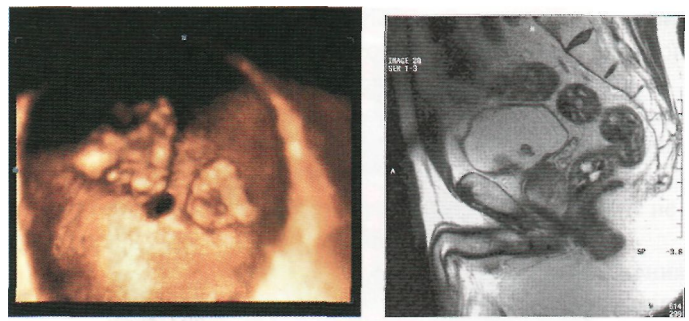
Множественные опухоли мочевого пузыря у 61-летнего больного: А. Трехмерная виртуальная эхоцистоскопия; Б. МРТ T2 ВИ, продольные срезы.
